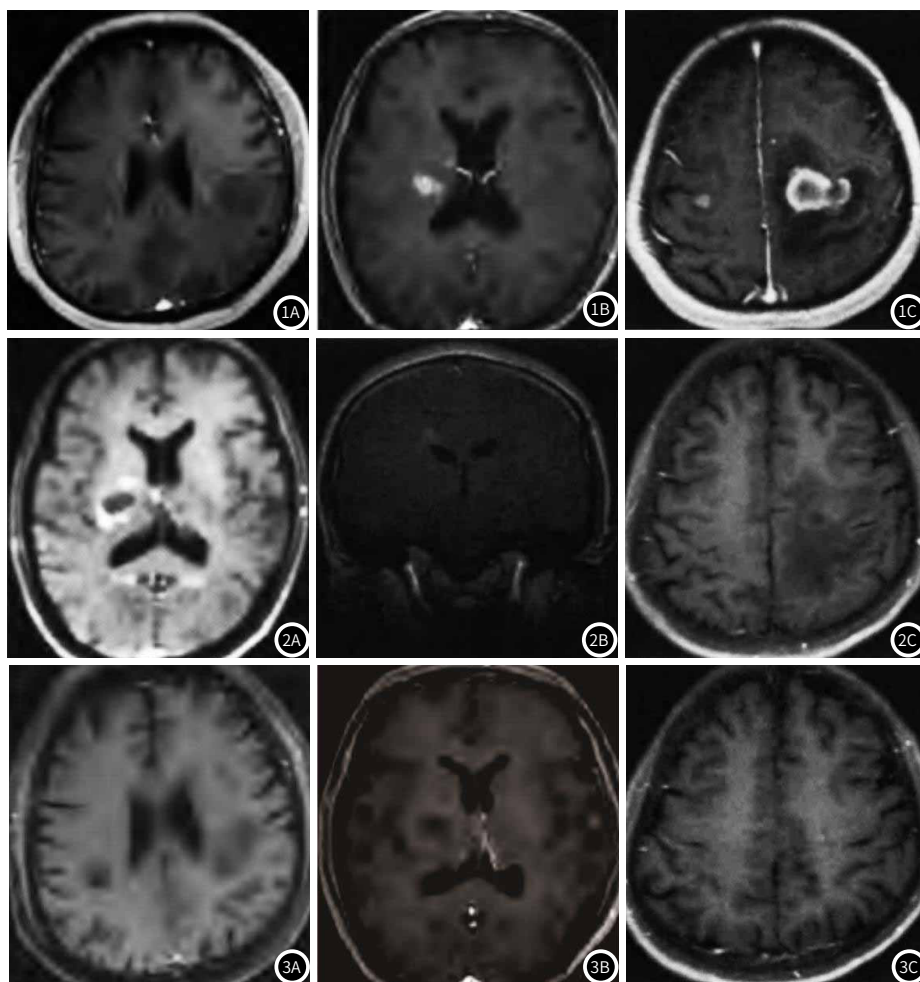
急性期,轴位增强MRI显示结果:病灶呈不规则强化(图1A);病灶呈斑片状强化(图1B);左侧半卵圆中心病灶呈不均匀强化,右侧呈斑片状强化(图1C)。图2 亚急性期,轴位增强MRI结果显示:病灶呈不规则边缘强化(图2A);左侧半卵圆中心浅淡闭合环形强化(图2C)。冠状位增强MRI显示:右侧脑室前角浅淡斑片样强化(图2C)。图3 慢性期,轴位增强MRI显示结果:病灶未见强化(图3A);病灶呈浅淡斑片样强化(图3B);左侧半卵圆中心病灶呈多发浅淡斑片状强化(图3C)。
